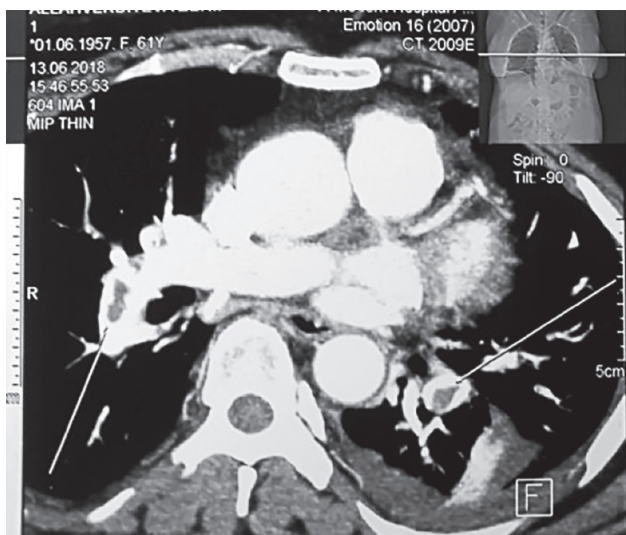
Картина “Polo Mint Sign” на КТ у пациентки 61 года, 13.06.2018. Женщина поступила во фтизиатрическое отделение с подозрением на инфильтративный туберкулез легких, осложненный кровохарканьем. Диагноз туберкулеза был исключен, обнаружены тромбозы нижних конечностей, ТЭЛА и инфаркт пневмония.
